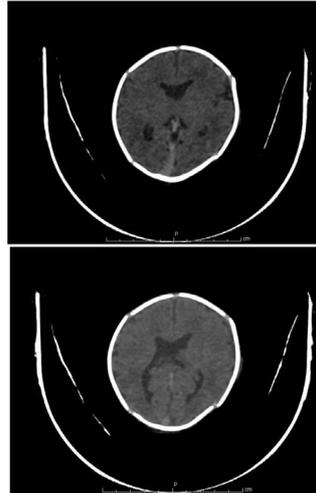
TAC craneal. Unidad Clínica La Magdalena
